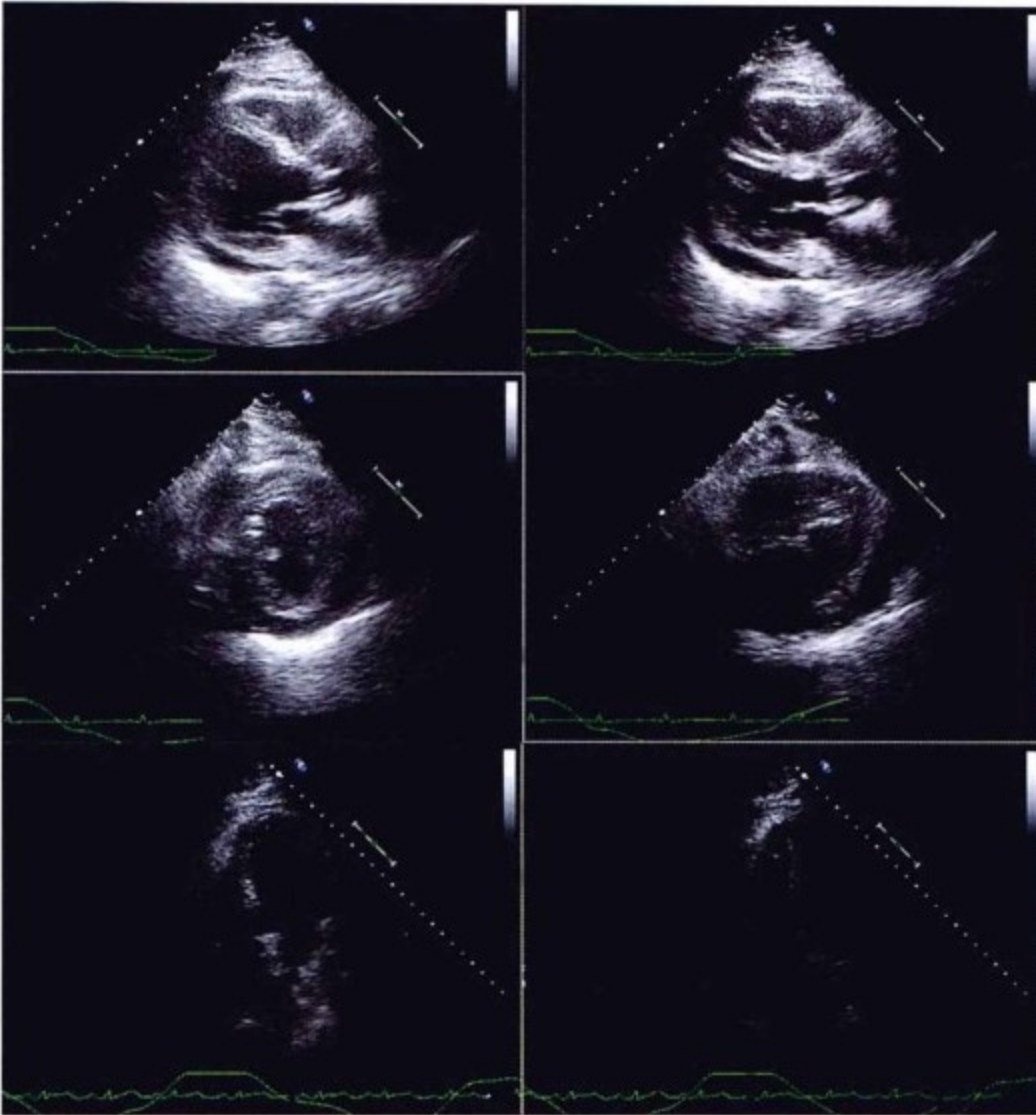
经胸超声心动图显示位置偏后的少到中等量心包积液。吸气时可见心室间相互依赖所致的间隔壁偏移。
